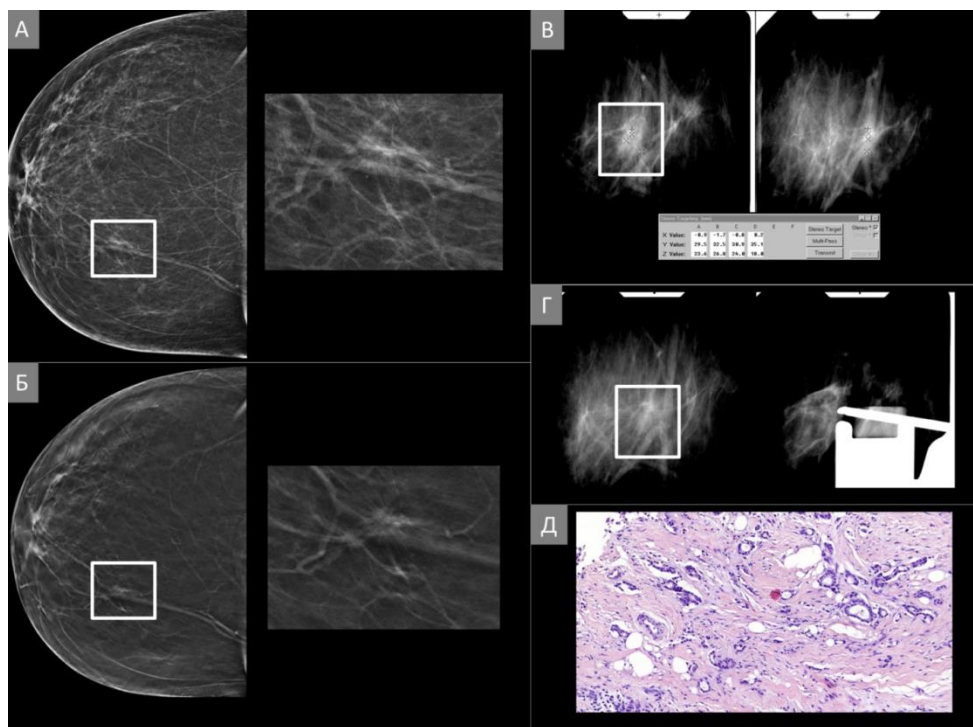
Пацієнтка id:50838. Стереотаксична верифікація підозрілої деформації архітекtonіки під рентгенологічним контролем. (А) Цифрова рентгенівська мамографія у правій прямій краніокаудальній проекції (RCC), деформація архітекtonіки не чітко візуалізується на рівні медіальних квадрантів (білий прямокутник). (Б) Показовий томосинтезований скан у правій прямій краніокаудальній проекції (RCC), на якому в зоні інтересу (білий прямокутник), чітко візуалізується ділянка деформації архітекtonіки з мікрокальцинатами в структурі. При прицільному ультразвуковому дослідженні на тлі жирової тканини у грудній залозі великого розміру патологічних змін не виявлено та
